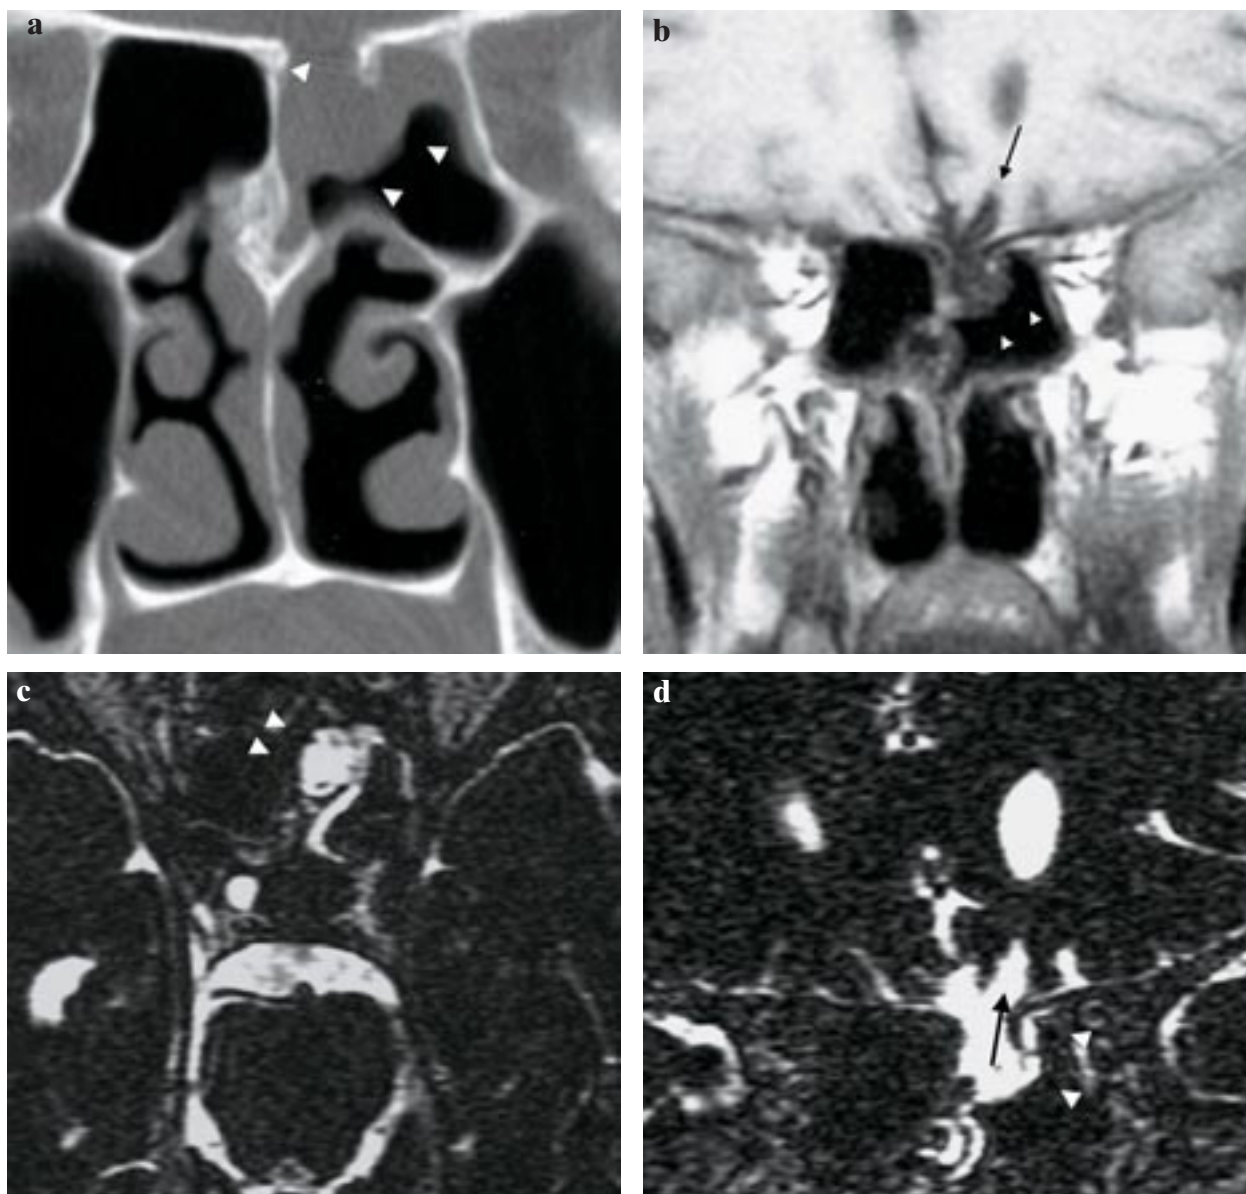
Coupes frontales, TDM (a) et IRM en pondérations T1 (b). Cisterno-IRM (en écho de spin avec un TR à 4200 ms et saturation de la graisse) en axial (c) et frontal (d). Sur le scanner (a), présence d'une opacité suspendue à la partie supéro-médiale du sinus sphénoïdal gauche, en regard d'un défaut osseux (tête de flèche). Sur l'IRM, cette formation en isosignal T1 et T2 avec le LCS (b, c, d) fait communiquer les espaces subarachnoïdiens avec le sinus sphénoïdal à travers une interruption de l'hyposignal ostéoméningé (b, d) (double tête de flèche). A cette méningocèle s'associent des séquelles de contusion parenchymateuse (flèche noire) en regard du gyrus rectus gauche (b, d).
